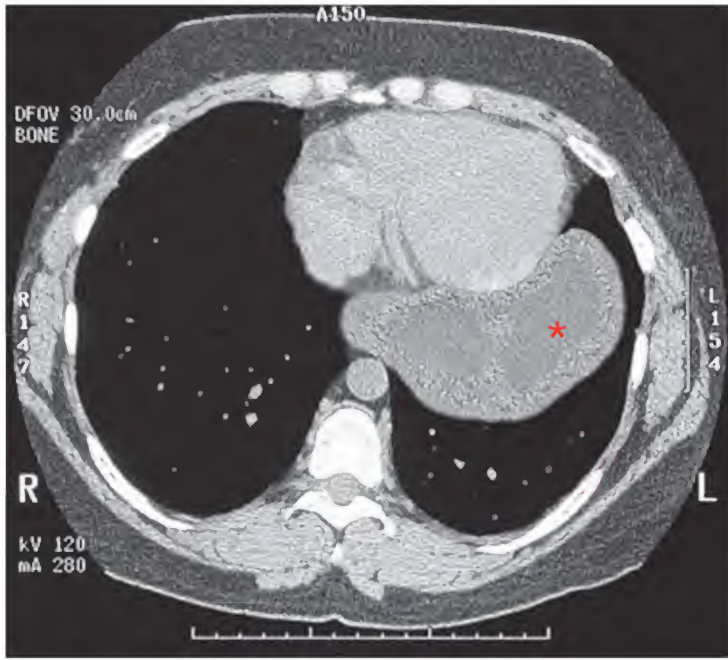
Hernia de hiato, tomografía computarizada
